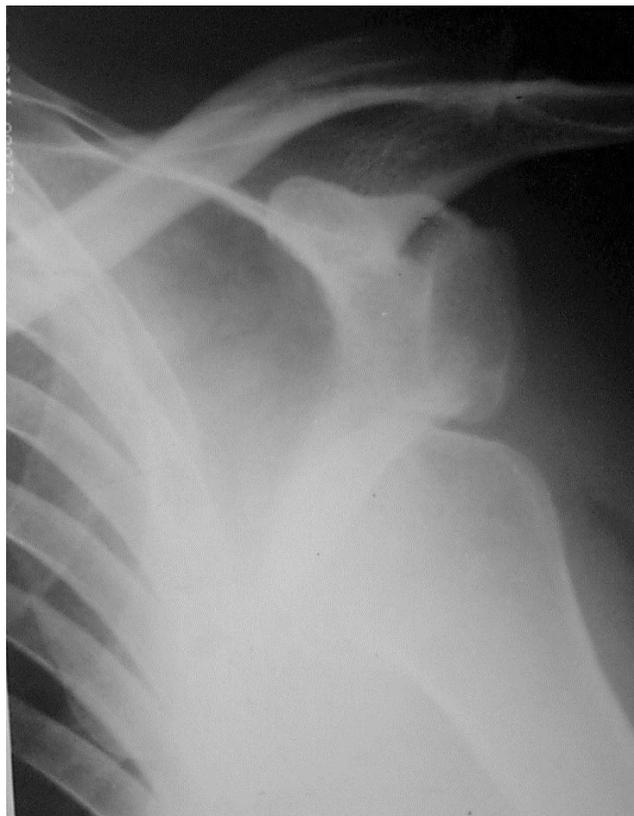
Рентгенограмма больного Б., 1952 г. р., передне-нижний вывих левого плеча.
